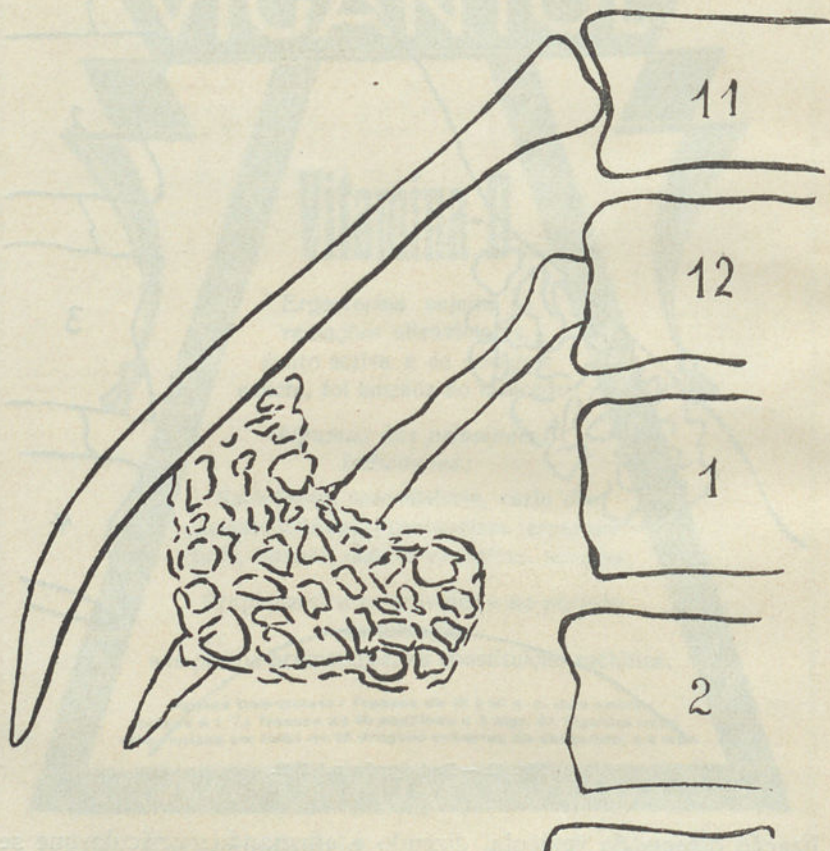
Radiografia n.º 3949.
